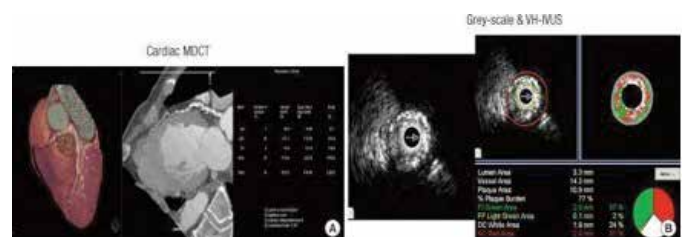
Exemplo da detecção de cálcio na artéria coronariana pela tomografia computadorizada (A) e avaliação dos componentes da placa pelo ultrassom intravascular (B).
